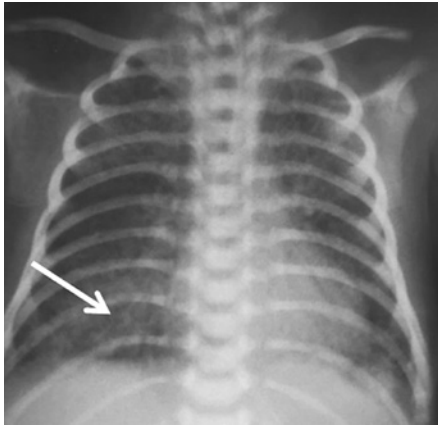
Обзорная рентгенограмма. Возраст ребенка 15 сут. Стрелка указывает на участки инфильтрации легочной ткани
